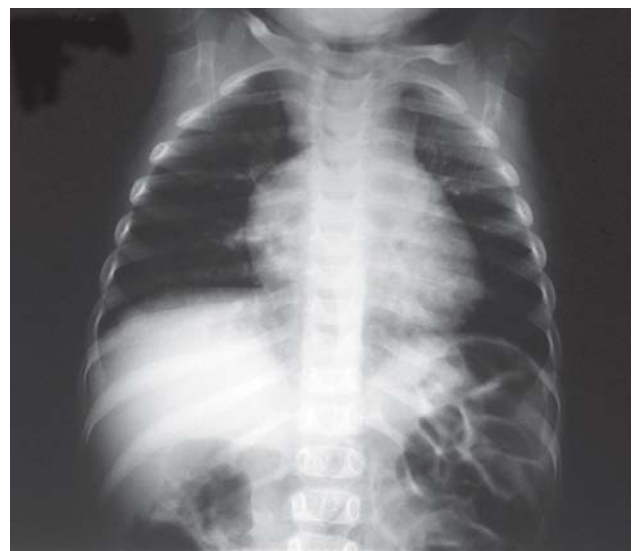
Radiografia de tórax com aumento de área cardíaca à custa de átrio direito
